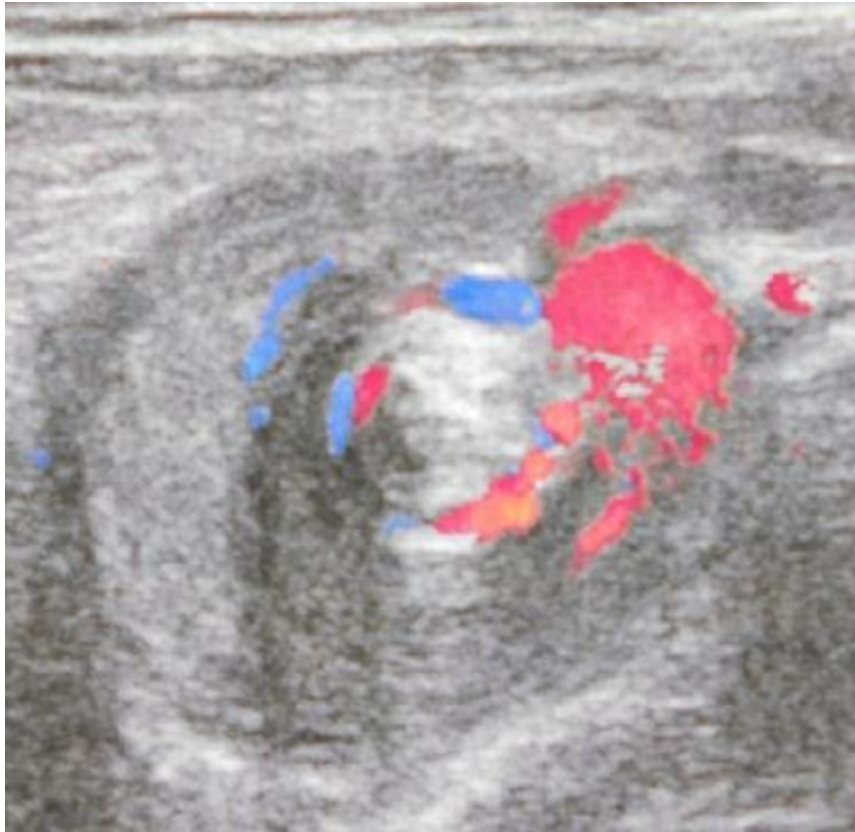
Examen échographique coupler au Doppler couleur : coupe transverse au niveau de l'épigastre montrant des tours de spire centrés par les vaisseaux mésentériques supérieurs : signe du Tourbillon « Wilrpool sign ».
